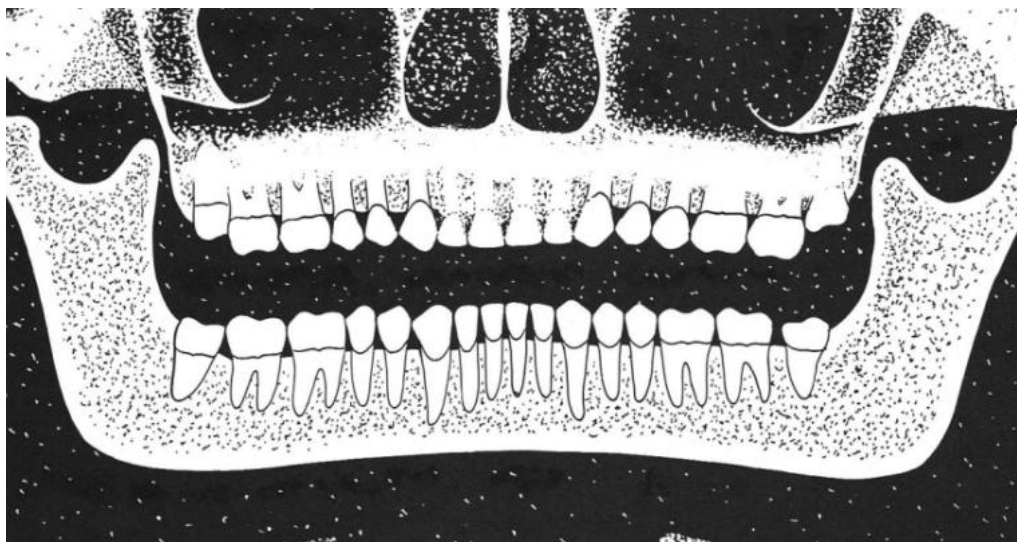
Etuhampaat kuvautuvan kerroksen takana. (Kirjasta Langland O. et al. Panoramic Radiology. 1982.)
